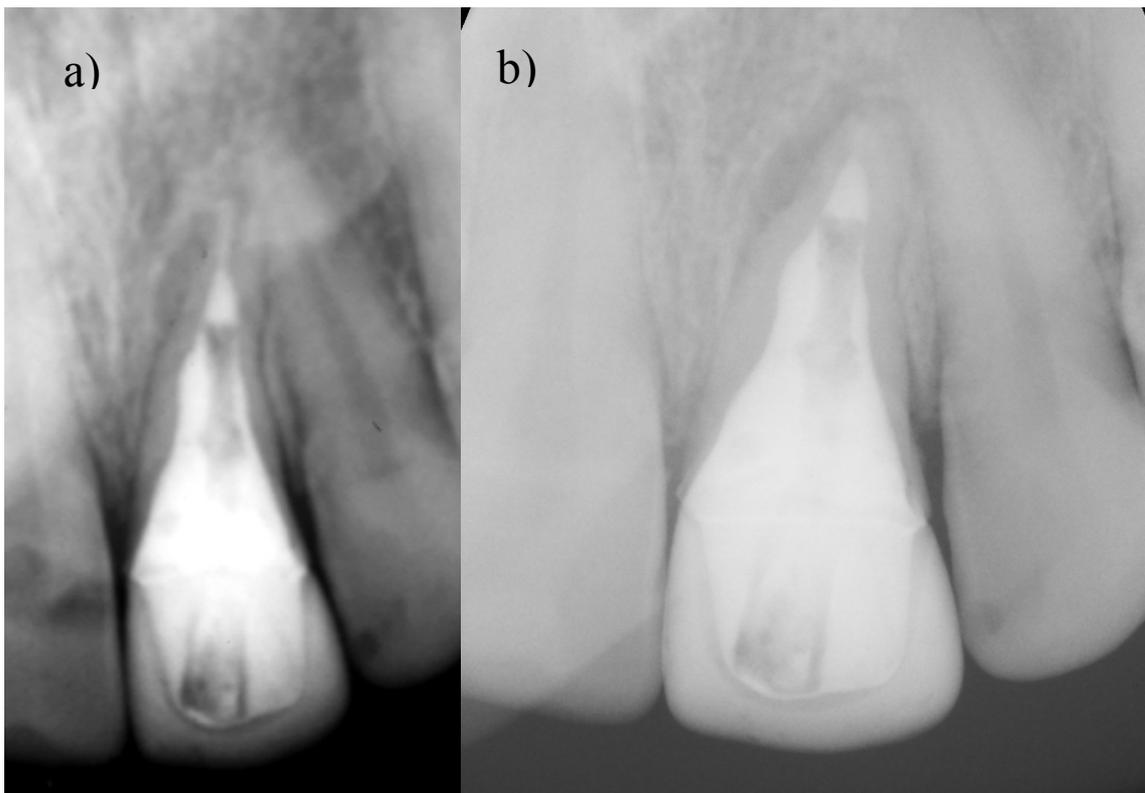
(a) Radiografia periapical Pós-operatória imediata do dente 21, em 1996 (b) Radiografia periapical do dente 21, aos 22 anos de controlo, em 2018. – Caso Clínico 1
